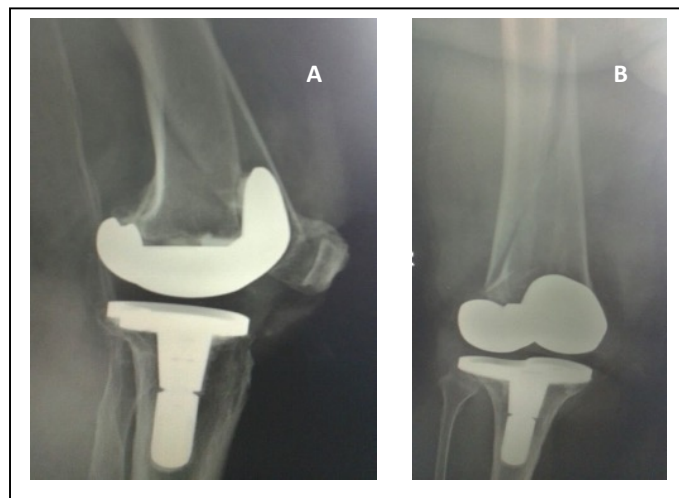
Radiografía de fractura periprotésica de fémur. (A) proyección lateral, (B) proyección anteroposterior.
